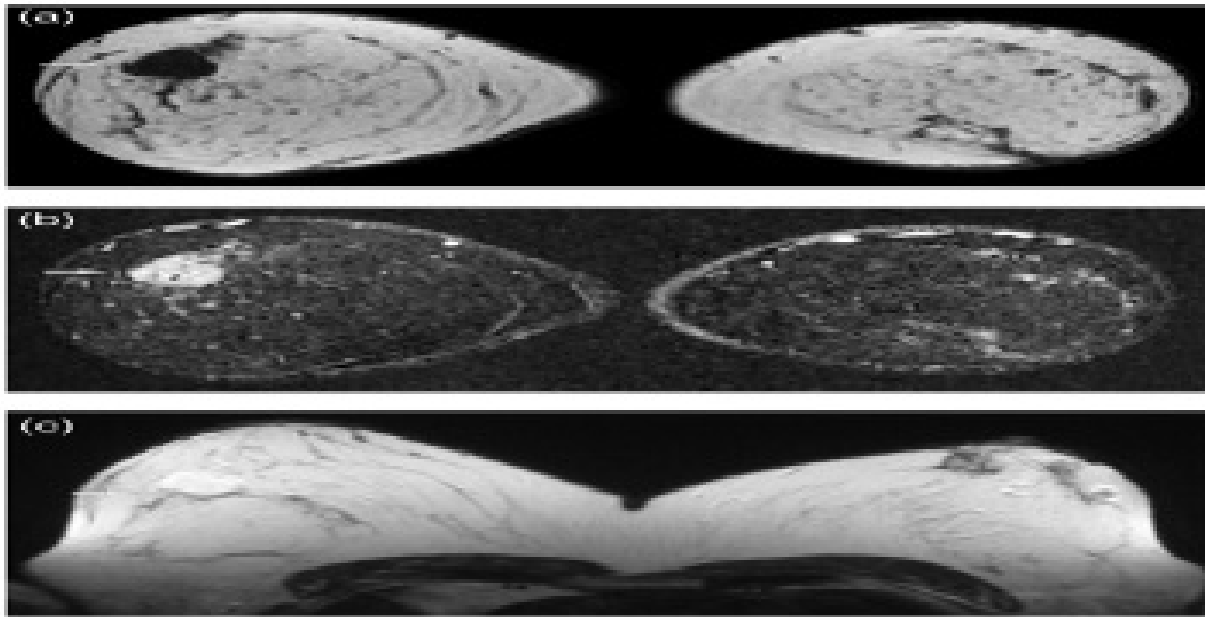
IRM des seins d'une femme de 27 ans avec angiosarcome.*
